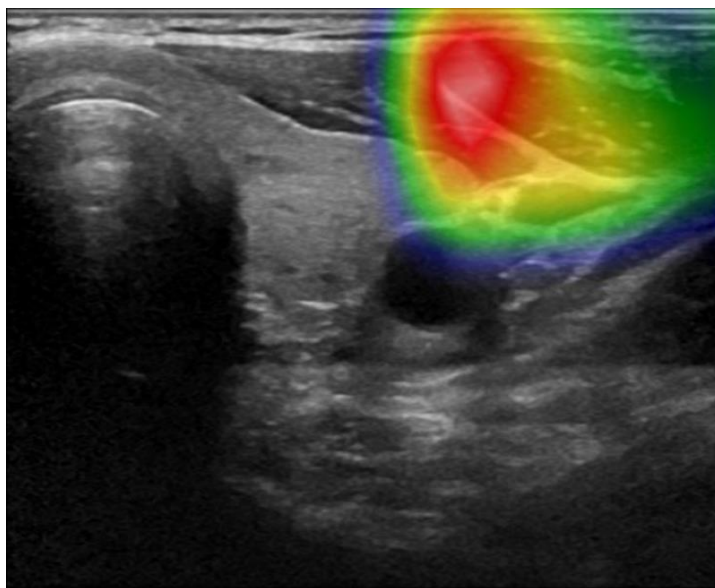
fhSPECT/US patient #8 projette l'activité en surface de la thyroïde.
